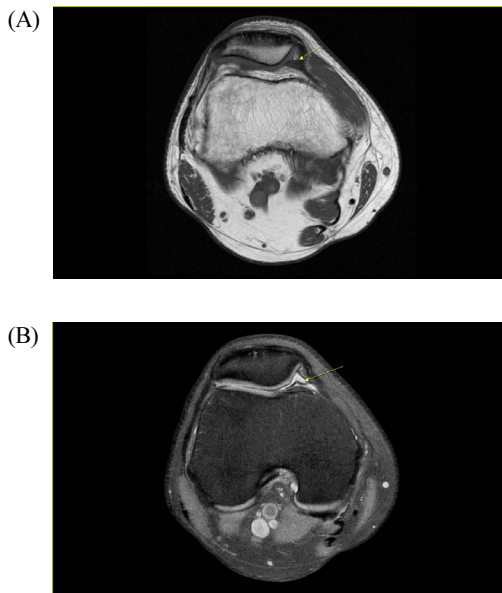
(A) Axial T1-weighted fast spin-echo image showed thickened medial patellar plica. (B) Axial proton density-weighted fat fast recovery fast spin-echo image showed thickened medial patellar plica and small amount fluid collection in suprapatellar bursa.
